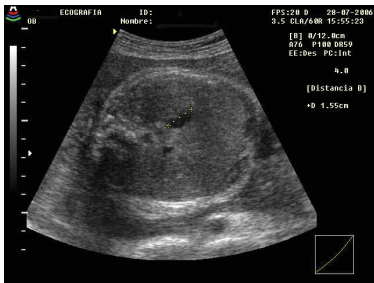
Estómago pequeño en feto con RCIU a las 34 semanas, oligoamnios y Doppler alterado.
